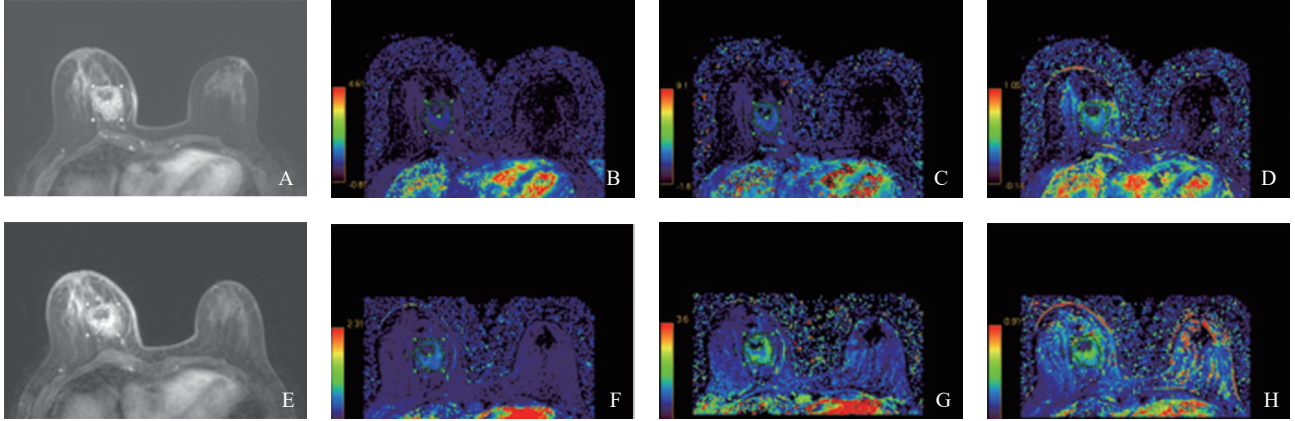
NMHR组NAC前后定量DCE-MRI参数图
